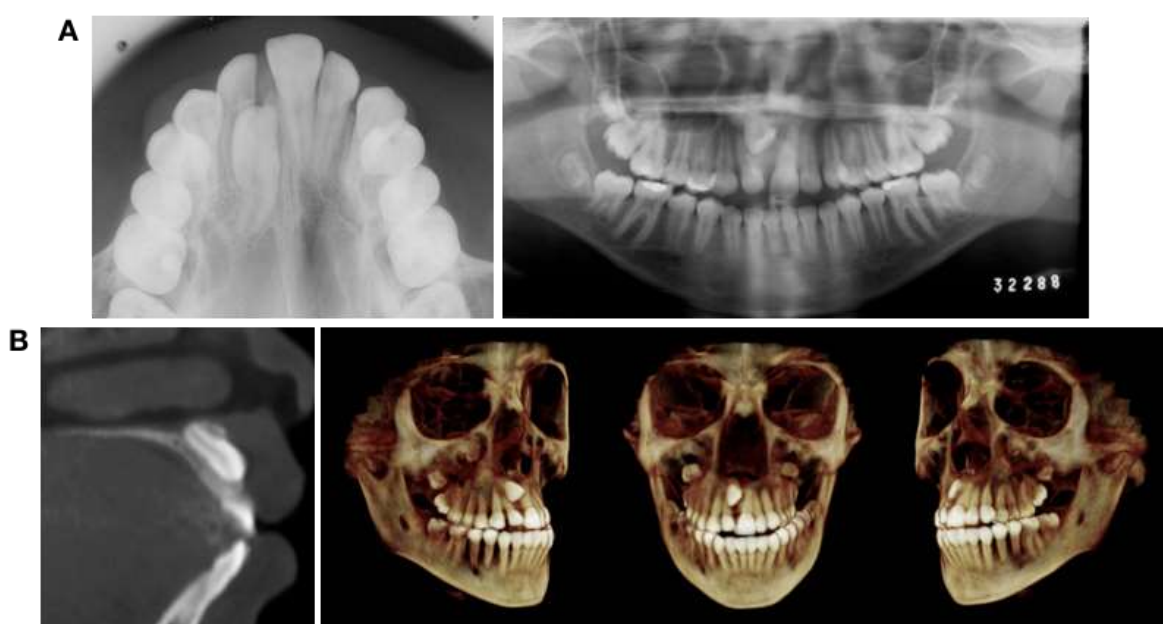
A, Pretreatment panoramic and occlusal radiographs. B, Pretreatment CBCT 3D reconstruction and sagittal slice indicating position of maxillary right central incisor
